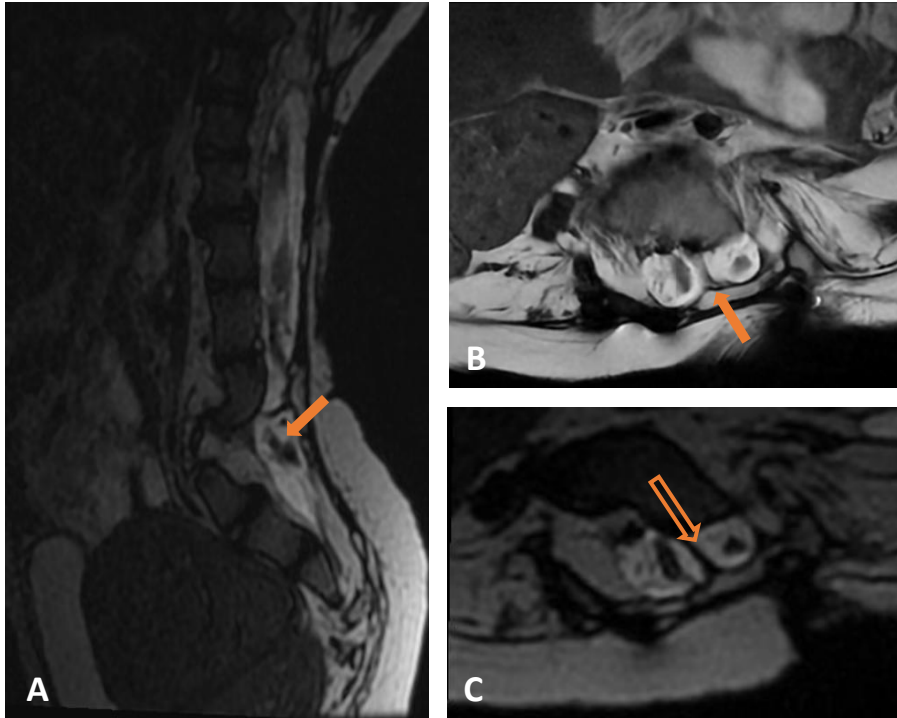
RM ponderada en T2 en plano sagital (A) y axial (B-C) de un niño de 6 años con síndrome malformativo. Se observa división de la médula en dos hemimédulas de la porción más caudal del cordón medular entre L4-L5 (flechas sólidas), con septo óseo asociado (flecha vacía). Hallazgos en relación con diastematomielia tipo I.
